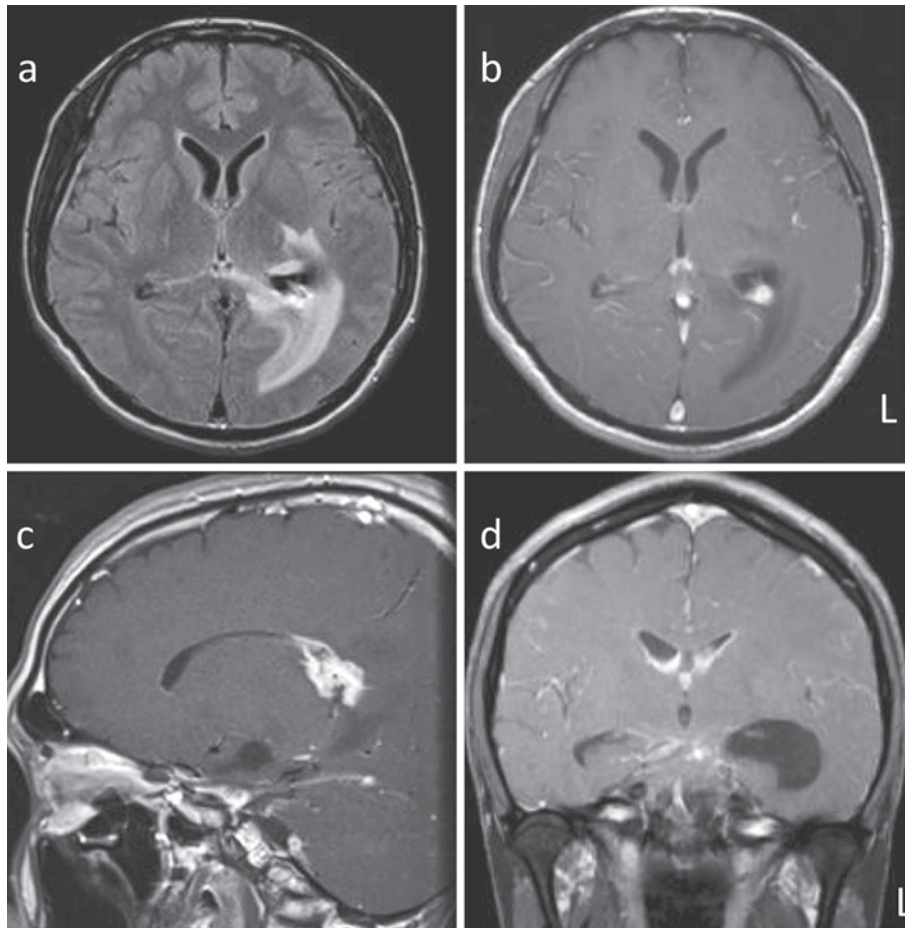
Brain 1.5T MRI findings of Case 2 at day 71.
